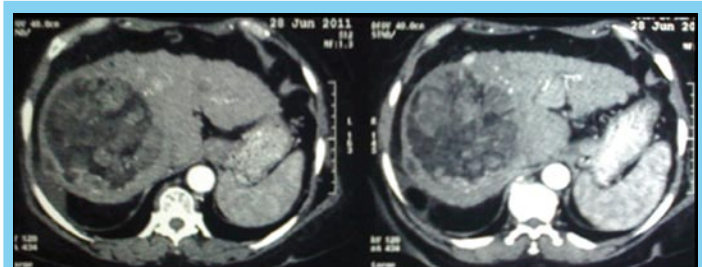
Paciente M.M.: Femenina 71 años. CHC por VHB. TAC: LOE única > 9 cm
